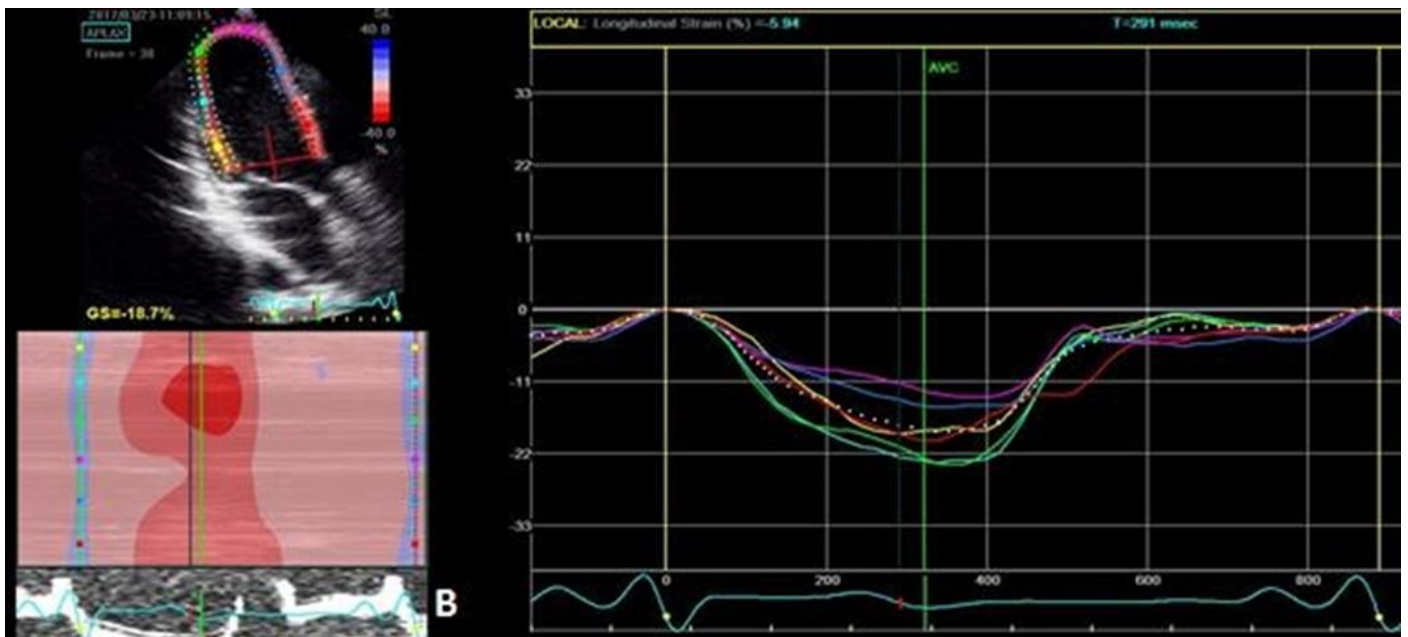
(А, Б, В). Применение технологии спекл-трекинг эхокардиографии в двумерном режиме у больной РМЖ до химиотерапии.
